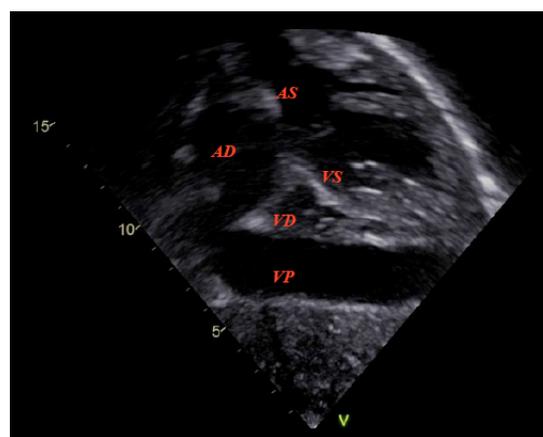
Ecocardiografia, proiezione sottocostale capovolta (VD: ventricolo destro; VS: ventricolo sinistro; VP: falda di versamento pericardico anteriore; AD: atrio destro; AS: atrio sinistro).
